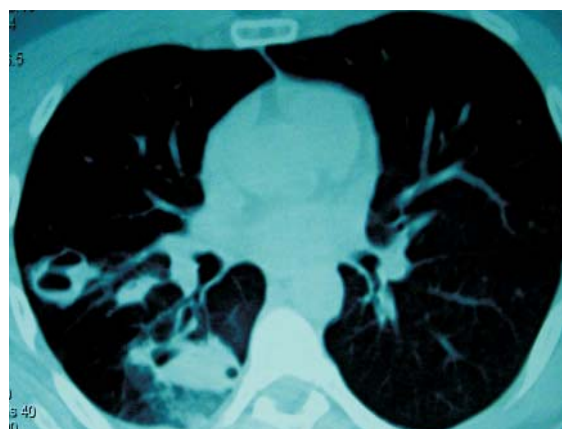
Melhora significativa do infiltrado em relação ao exame prévio – terceira tomografia computadorizada, realizada quinze dias após o trauma
